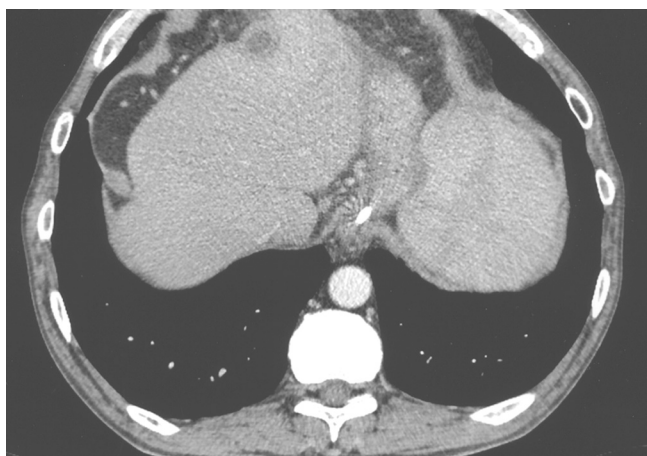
Helical CT scan with endovenous contrast at the hepatic level. We observe a 2-cm cystic image with thick walls at the anterior subcapsular level, just adjacent to liver segment IV.
